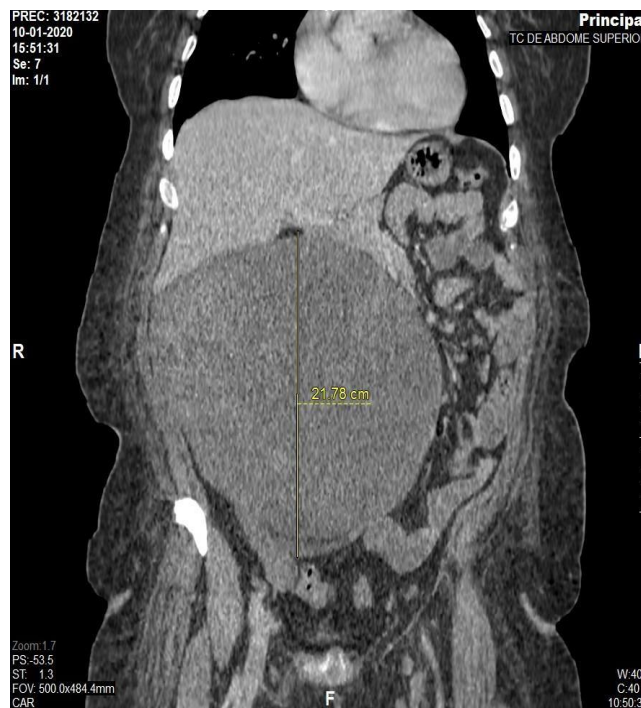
(A) Corte coronal de tomografia com contraste endovenoso evidenciando lesão expansiva sólido-cística, com medidas de 23 x 14 x 21 cm, ocupando grande parte do hemiabdomen direito e apresentando íntimo contato com o ovário. (B) Corte transversal.
